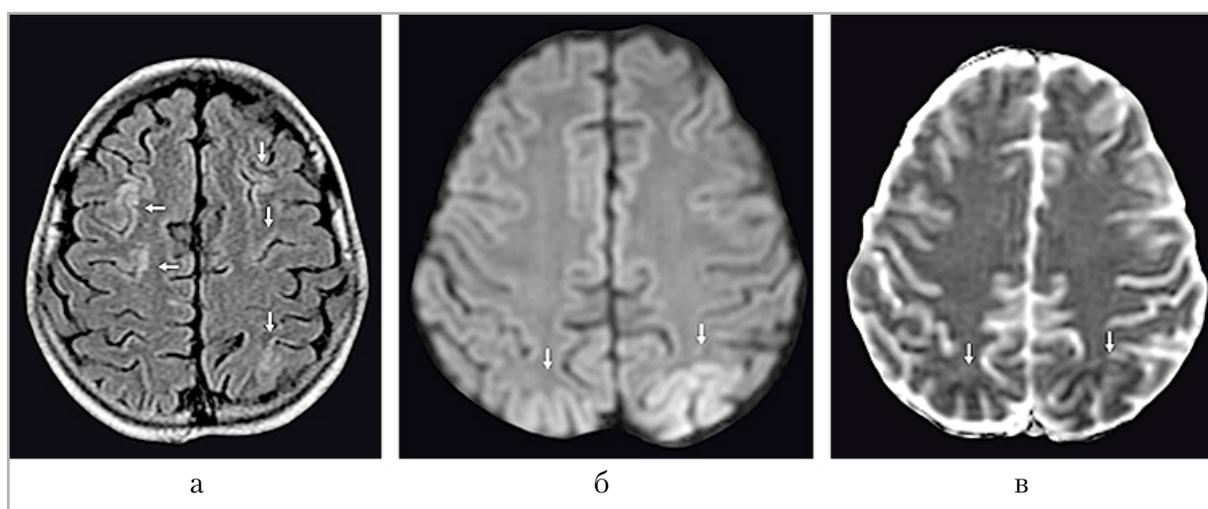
Синдром задней обратимой энцефалопатии. Пациентка Г., 11 лет, с диагнозом «В-лимфобластная лимфома, с поражением верхней и нижней челюсти, скуловой дуги слева, височной кости, л/у шеи слева, забрюшинных л/у, инфильтративным поражением почек, III стадия». Схема химиотерапии LBL-2018. На этапе терапии в рамках протокола Ia (преднизолон, винкристин, даунорубицин, метотрексат) у девочки отмечалось развитие судорог в виде потери сознания и подергивания верхних конечностей. На серии МР-томограмм головного мозга определяются очаги и зоны повышения сигнала по T2-FLAIR (*а*) кортикальной и субкортикальной локализации, билатерально в лобных и теменных долях (*стрелки*), с повышенным сигналом в DWI b1000 (*б*) и снижением в ADC (*в*)
